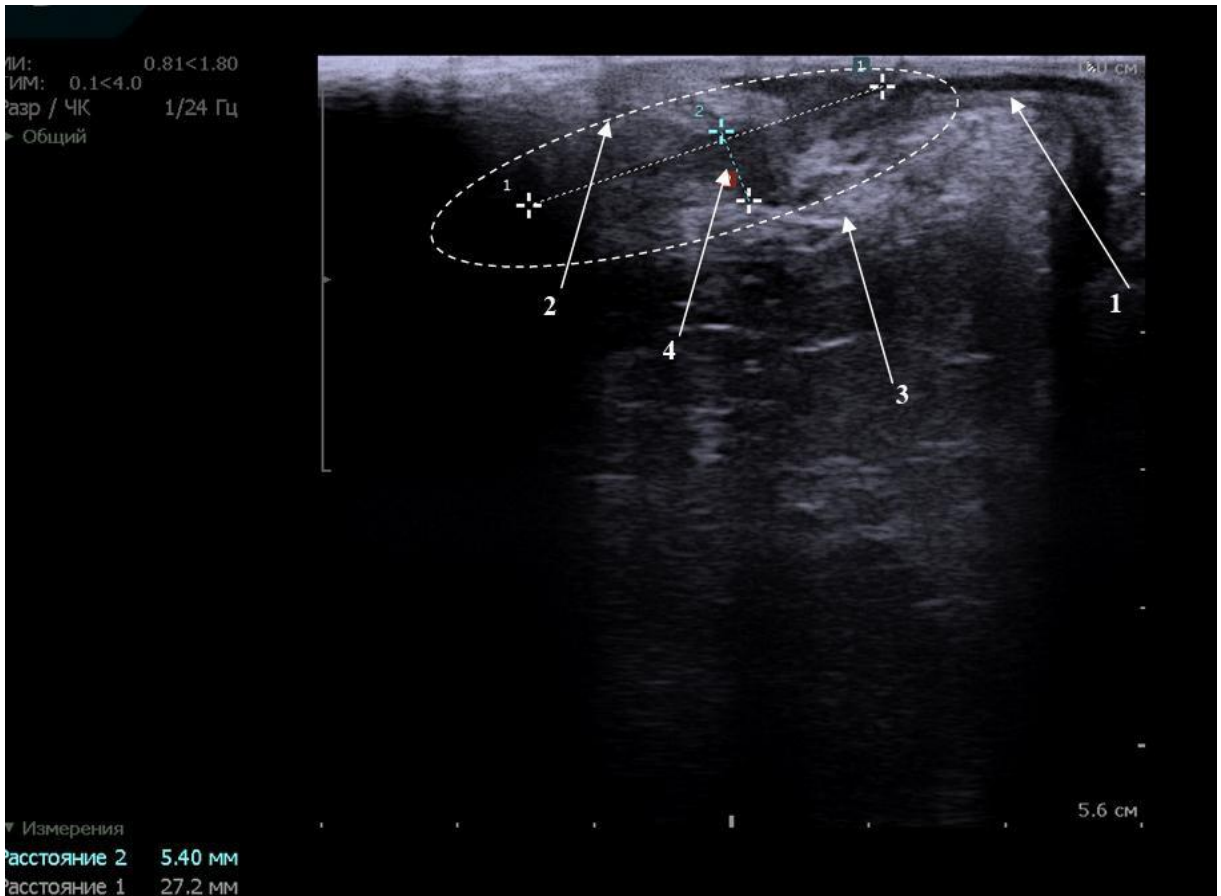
Картина ТРУЗИ исследования. Пациент Л., 37 лет, ИБ № 3292/16. Свищевой ход проходит через поверхностную порцию наружного сфинктера (1 – внутренний сфинктер, 2 – поверхностная порция наружного сфинктера, 3 – глубокая порция наружного сфинктера, 4 – свищевой ход).
